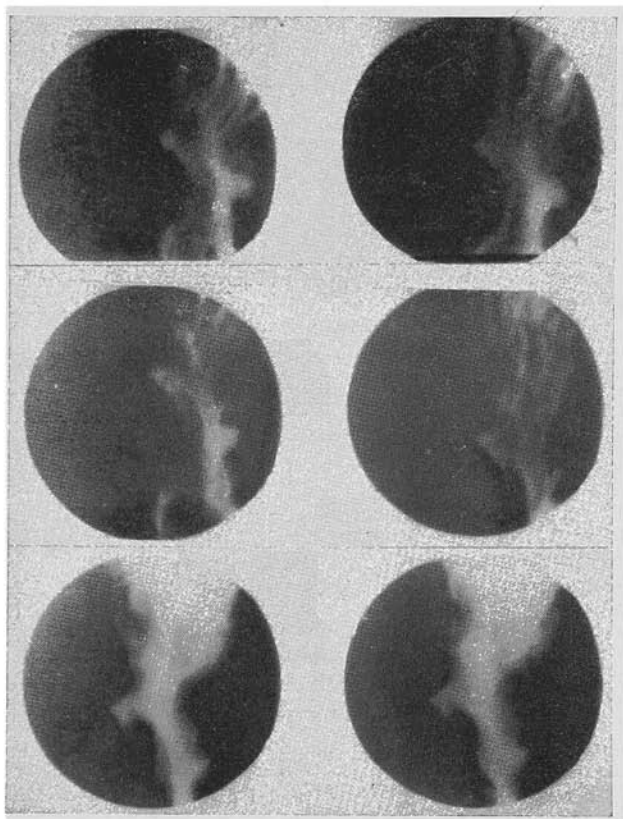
Caso 1. Radiografia mostrando as úlceras pépticas pós-operatórias. A gastrectomia é ampla.
